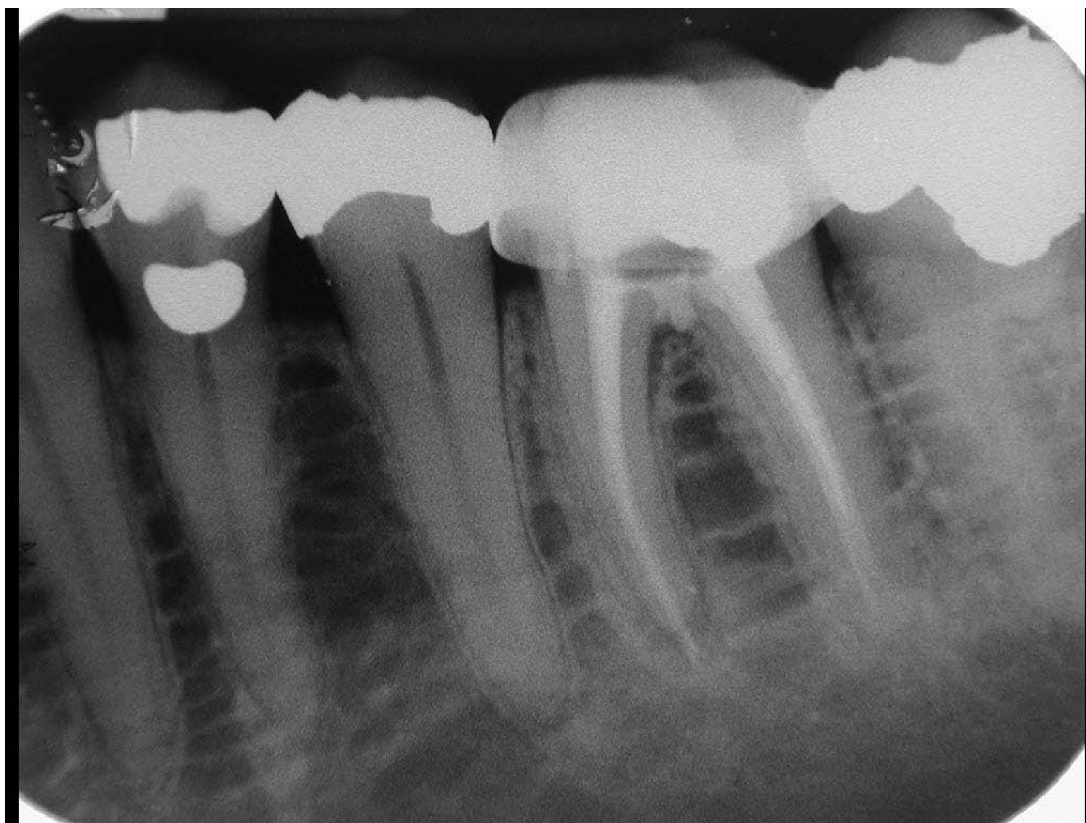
Röntgenkontroll-Aufnahme vom 16.12.2003 nach Obturation der Wurzelkanäle. Die erfolgte Perforationsdeckung mittels MTA ist klar erkennbar.
